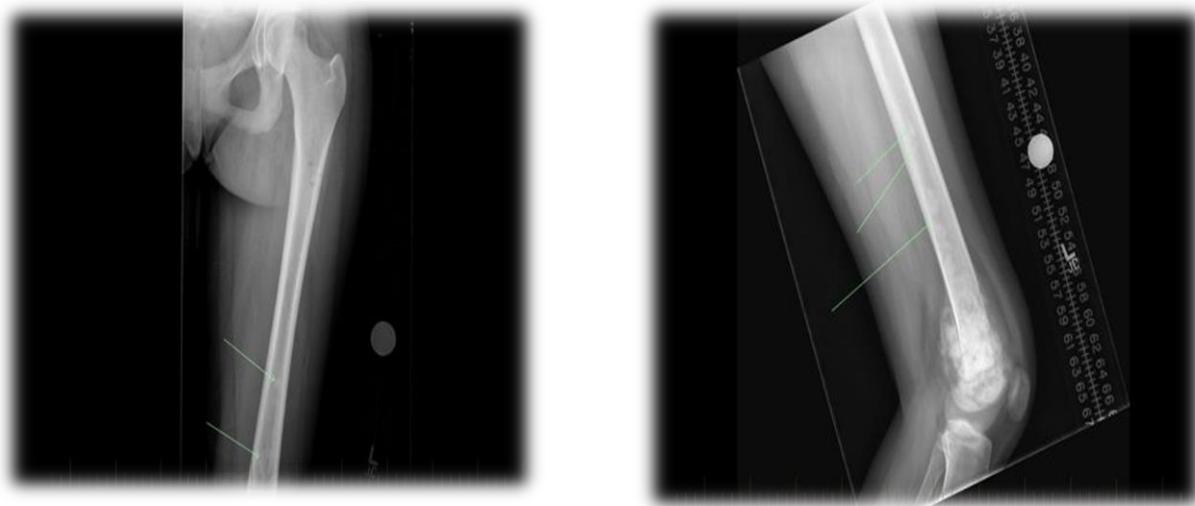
radiographie pour les enfants atteints d'un ostéosarcome, au niveau de fémur et le bras
